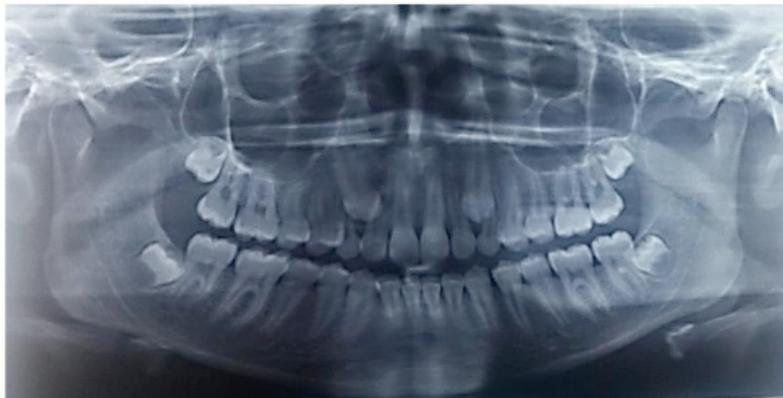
Radiografia Panorâmica demonstrando a impaction dos 13 e 23.
